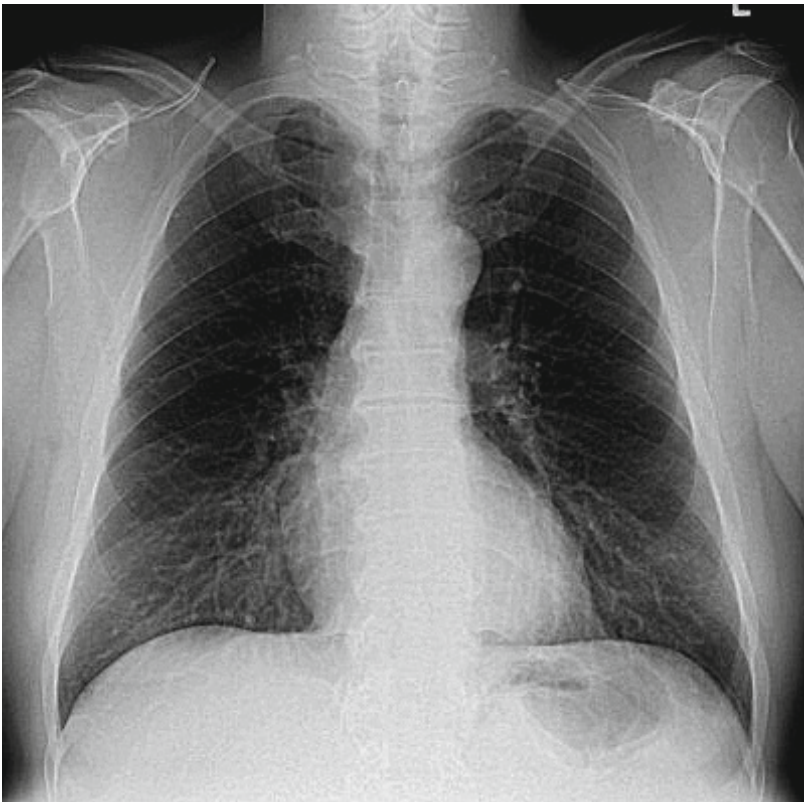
Röntgen-Thorax nach Abschluss der Therapie.
